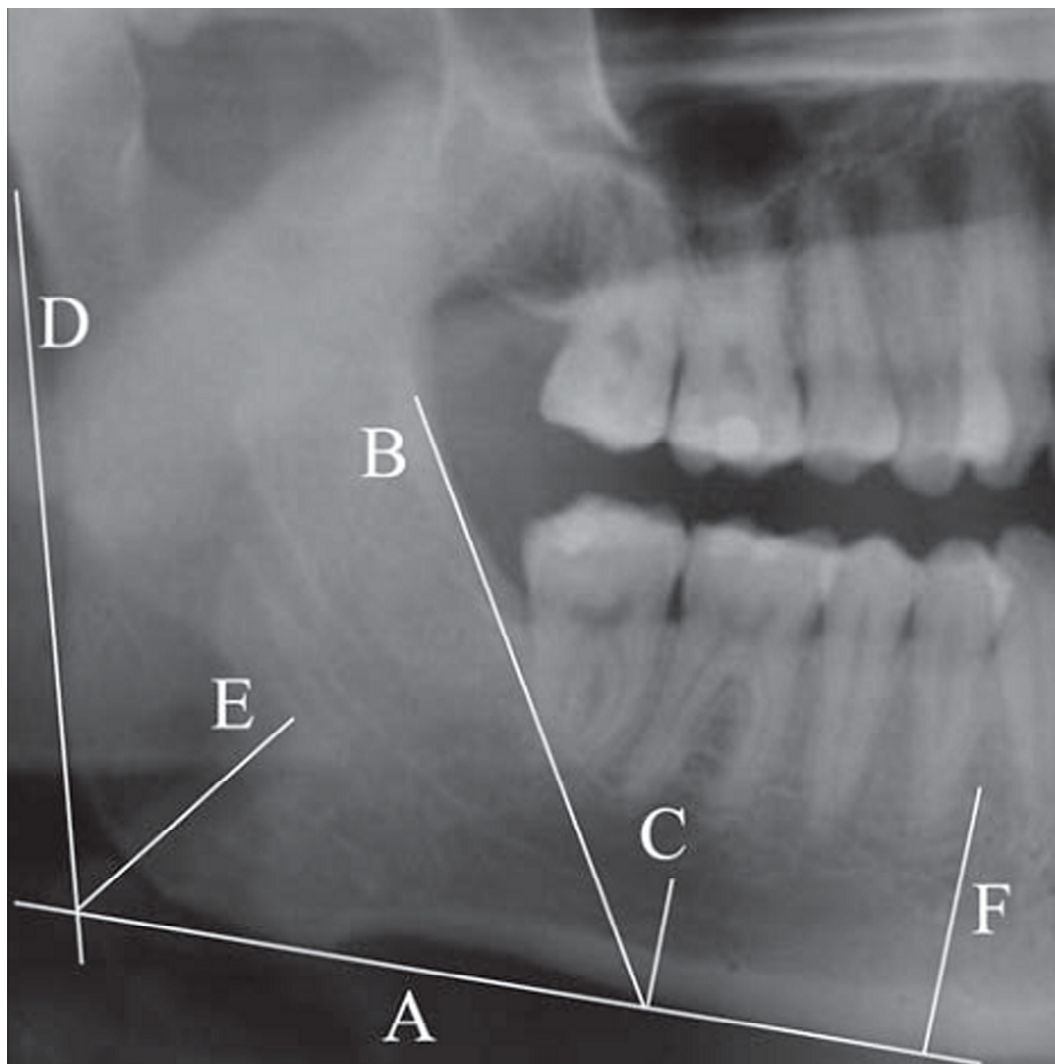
Linhas e pontos de referencias para determinar índices radiométricos utilizados em radiografias panorâmicas. A- Linha tangente à borda inferior da mandibular; B- Linha tangente ao bordo anterior do ramo da mandíbula; C-Linha perpendicular a A no ponto de intersecção de B com a borda inferior da mandíbula; D- Linha tangente ao bordo posterior do ramo da mandíbula; E- Linha da bissetriz do ângulo formado pela linha A e D; F- Linha perpendicular a linha A passando pelo meio do forame mental. O GI é a medida da espessura da cortical mandibular sobre a linha E; MCW/MI é a medida da espessura da cortical mandibular sobre a linha F; e AI é a medida da espessura da cortical mandibular sobre a linha C. (Fonte: Mahl et al., 2008).
